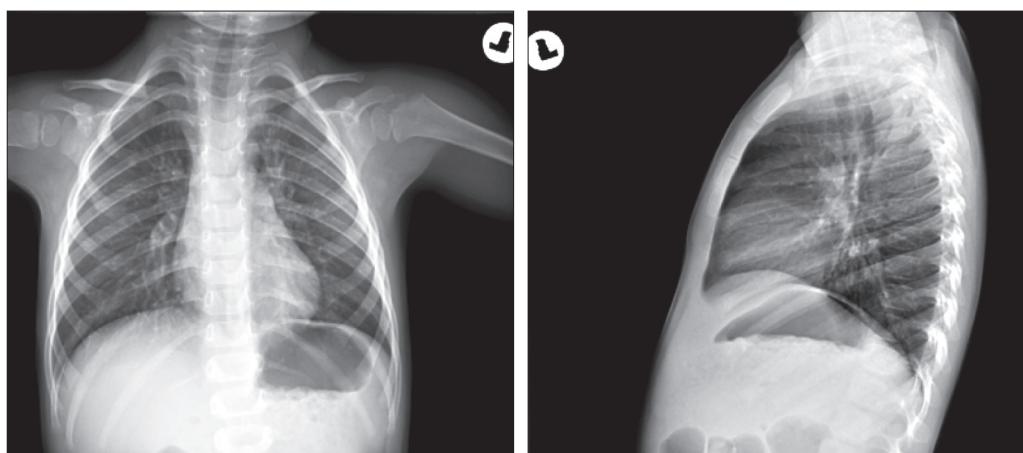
Рентгенограммы пациента А. при выписке из стационара.
